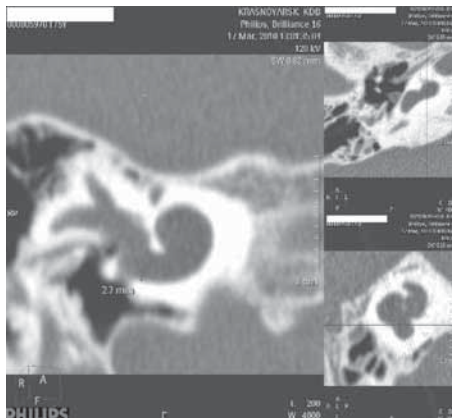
Предоперационная КТ височных костей пациентки М.
